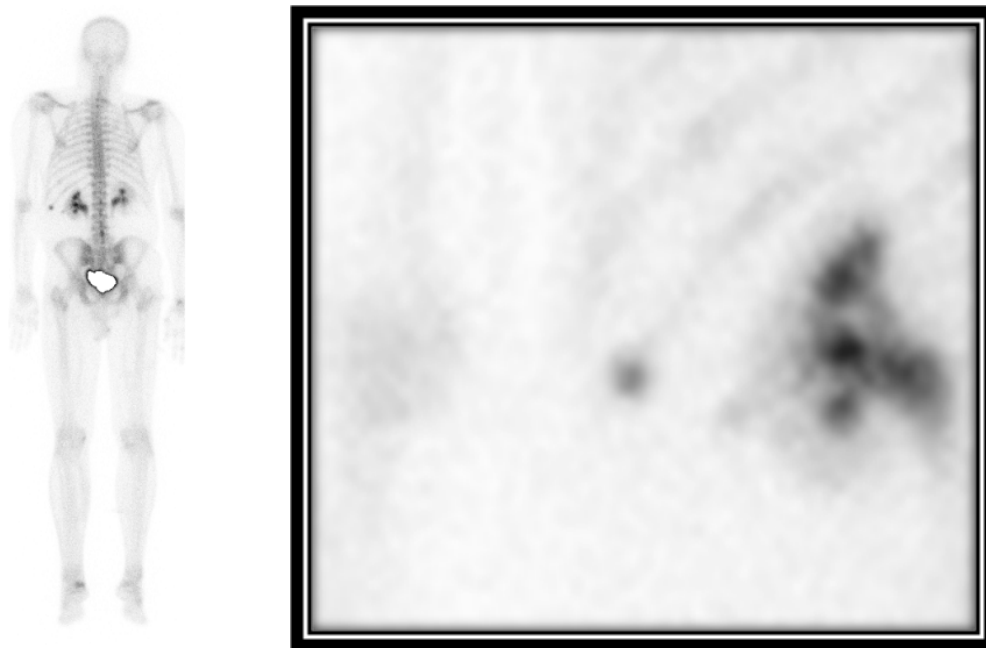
Остеосцинтиграфия костей скелета всего тела (пациентка С. 39 лет)
